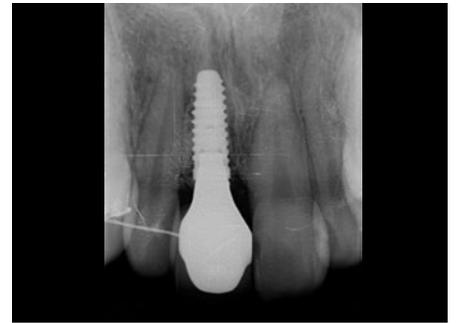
インプラント埋入後のデンタルX線像。Triangle of boneの概念²⁾に従ってインプラントを埋入した。
